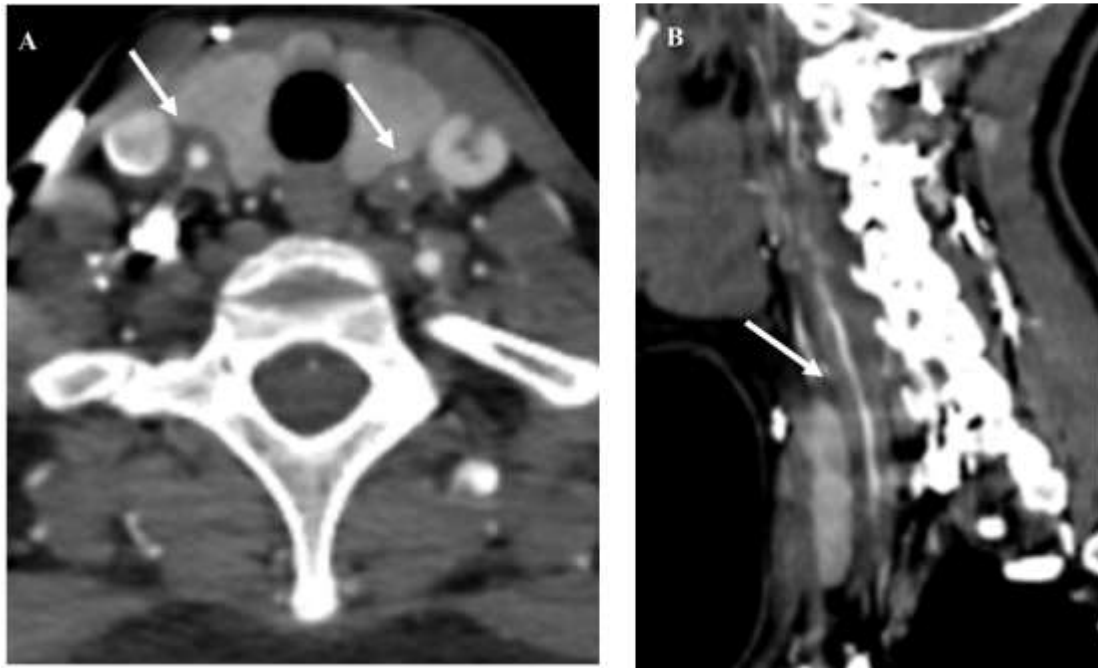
Patiente de 38 ans, suivie pour Takayasu, hémiplégie droiteAngio-CT des TSA en coupes axiales (A), et coronales (B): Épaississement circonférentiel et régulier, de la paroi des artères carotides, plus marqué au niveau de l'ACI gauche.
